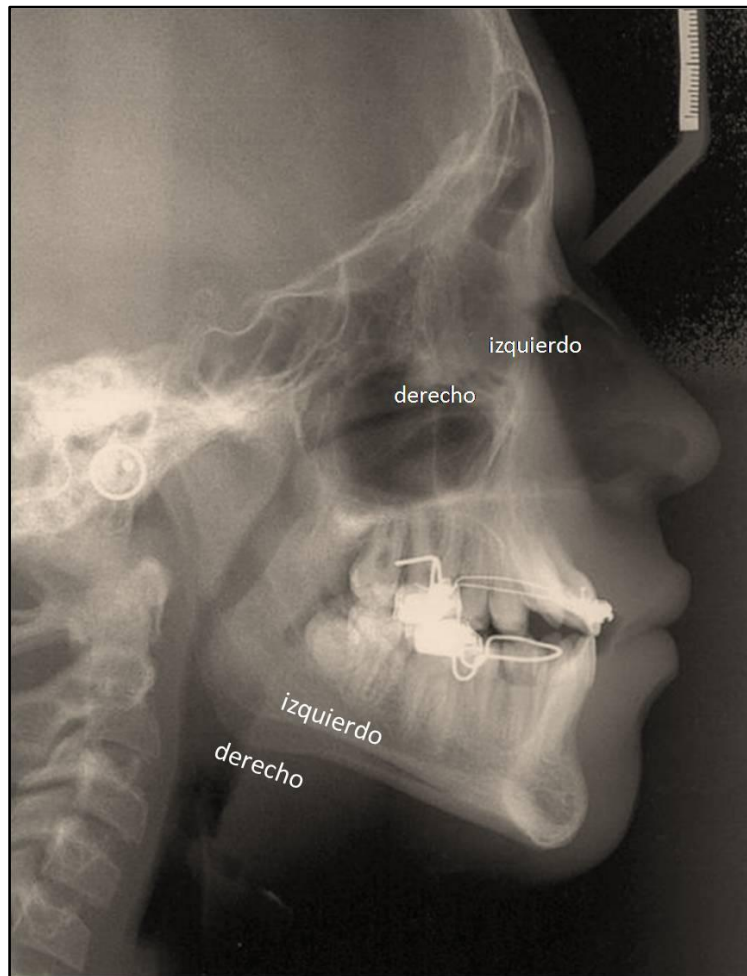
Radiografía lateral en la que se muestra la magnificación entre las estructuras del lado derecho e izquierdo. En este caso, el lado izquierdo del paciente se ha colocado más cerca de la película radiológica, penetrando el haz de rayos de derecha a izquierda.
